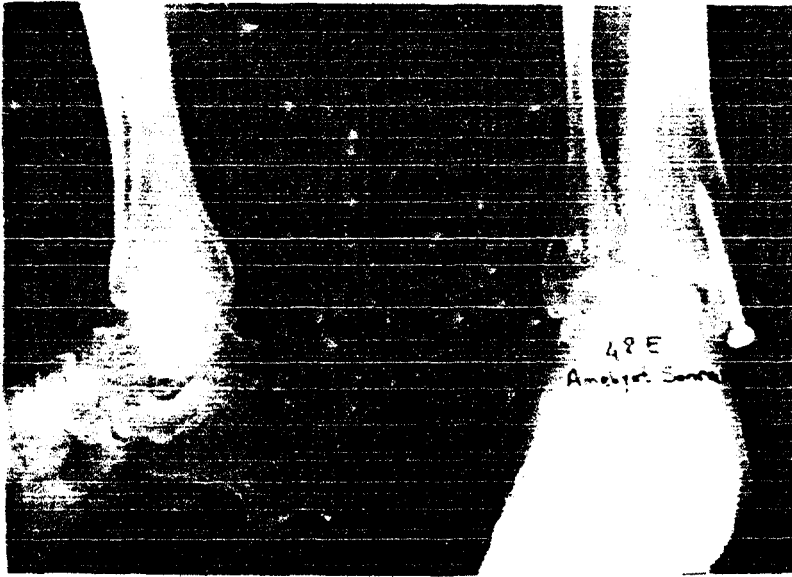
a : İç, dış ve arka malleol kırığı olan 27 yaşındaki olgunun ameliyat öncesi grafisi
